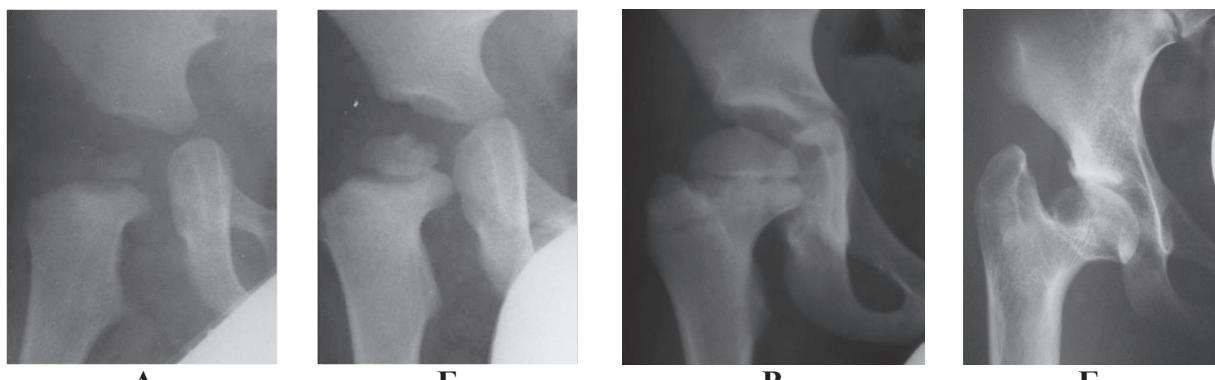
Рентгенограммы тазобедренного сустава. Наблюдение 3. Больная Б. а - возраст 1 год; б - возраст 4 года; в - возраст 8 лет; г - возраст 16 лет
